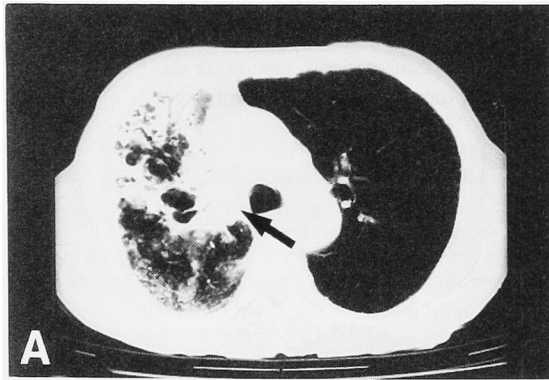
Case 3 (squamous cell carcinoma and tuberculosis). Chest CT radiograph (A) and gross image (B) show that a hilar cancer is adjacent to a peripheral consolidation with many cavities.
